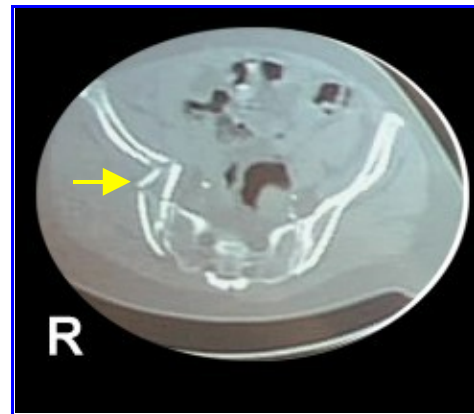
TAC de pelvis. Fractura del alerón iliaco.
